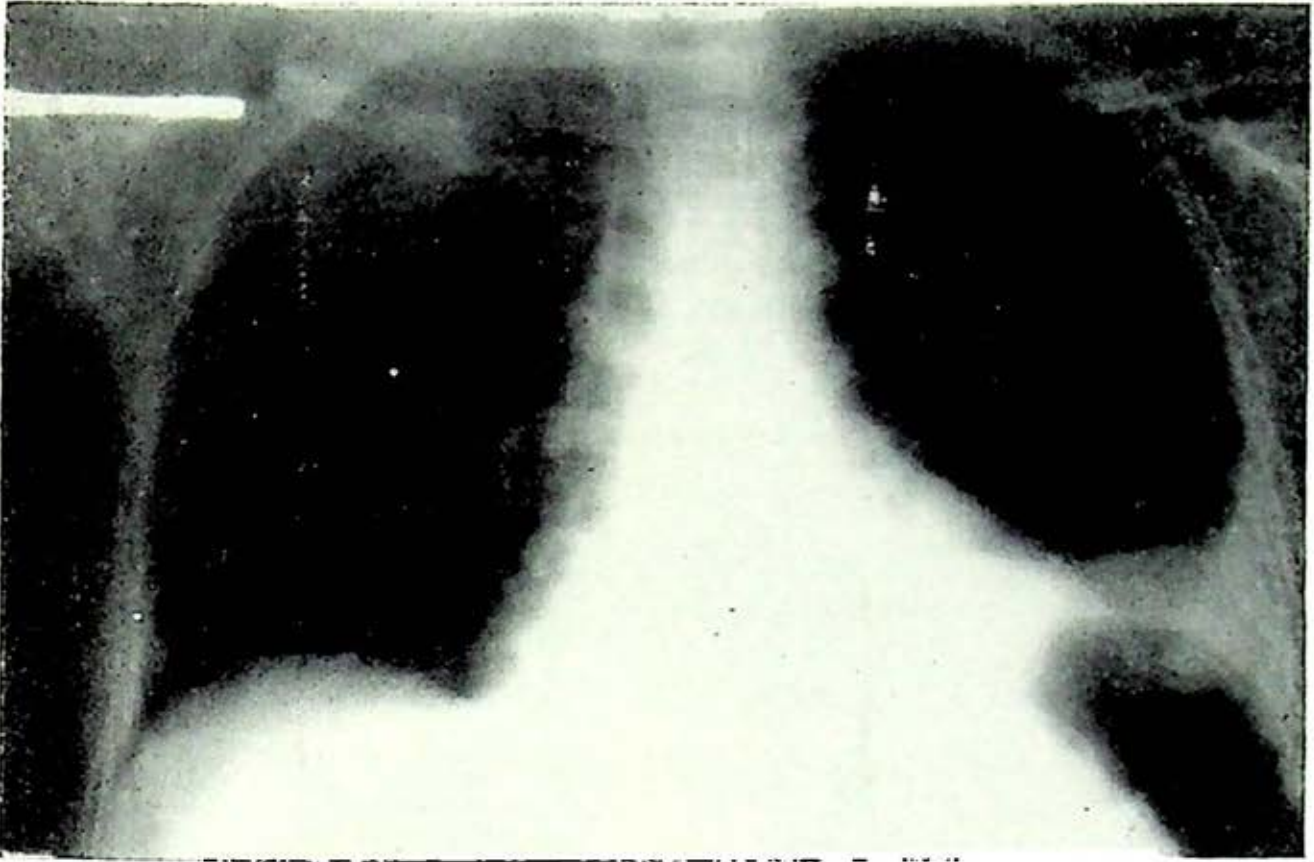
Telerradiografía de tórax mostrando discreta cardiomegalia, elevación del hemidiafragma izquierdo y derrame pleural izquierdo.
